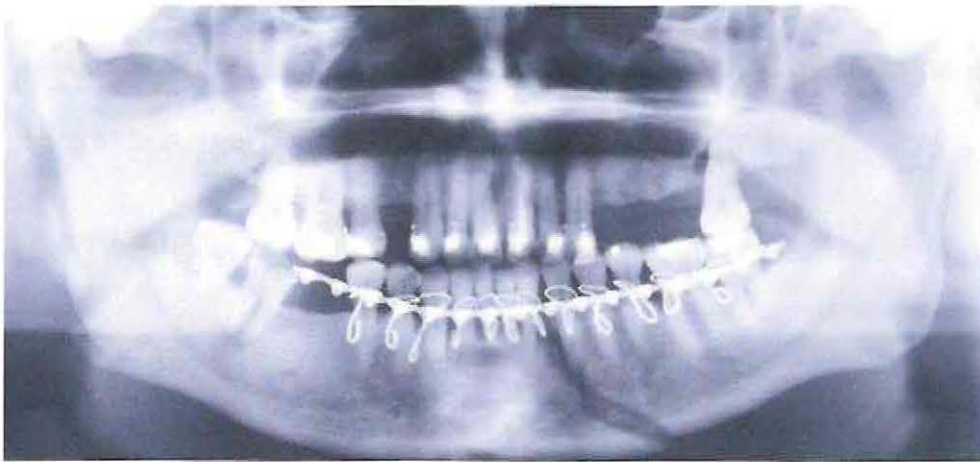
Rx: Ortopantomografía
